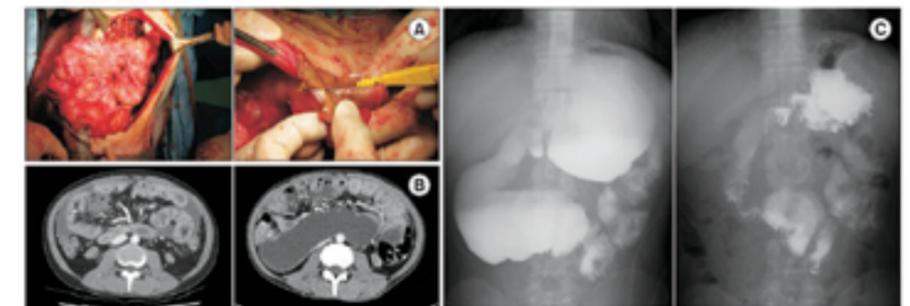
Intraoperative and radiological findings of encapsulating peritoneal sclerosis. (A) The clumped intestine was covered with dense fibrosclerotic materials forming a cocoon-like structure (left). The dense, thick fibrotic cover was incised using a sharp knife during enterolysis (right). (B) Abdominal computed tomography showed thickened peritoneal and bowel walls, dilated and thickened bowel loops, and loculated ascites. (C) Small bowel series with gastrografin showed partial obstruction and delayed emptying of the small bowel from the stomach (left). However, this obstruction was released after laparotomy and adhesiolysis (right).
